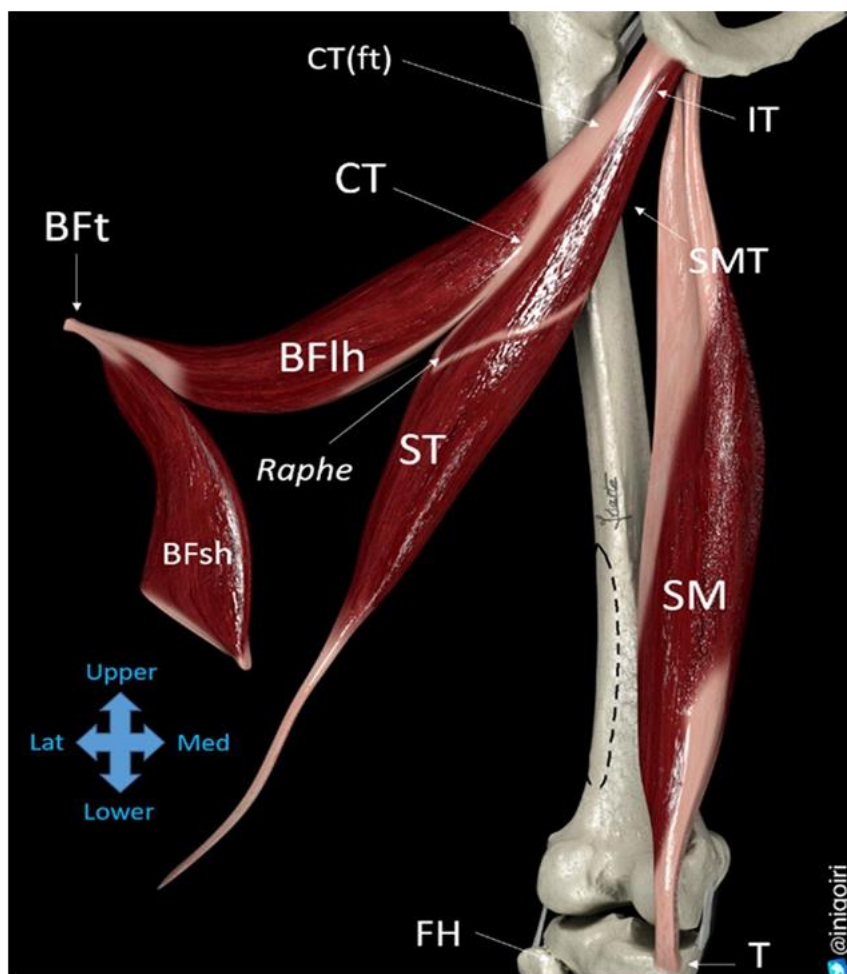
Detalle de la anatomía de la musculatura isquiosural. Tomado de: Iriarte I., Pedret C., Balius R., Cerezal L. (2020) Ecografía musculoesquelética. Exploración anatómica y patología. Madrid, Editorial Médica Panamericana.
